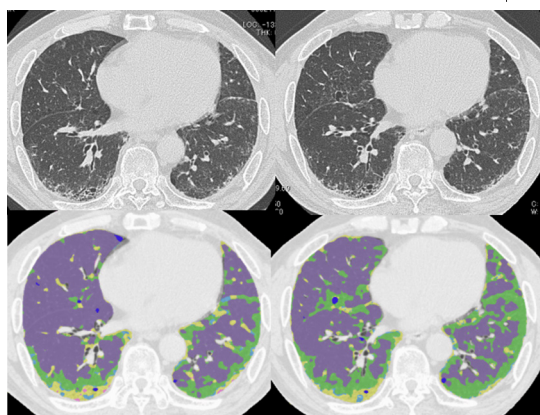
70 歳代男性、IPF pirfenidone 投与前 (a,b) 1 年間で内服後 (c,d) の CT 画像 (a,c) とその解析画像 (b,d) 藤色；正常肺、青；肺気腫、黄緑；すりガラス影、ピンク consolidation、黄色および水色；線維化 pirfenidone 投与前後の画像に大きな変化は認められない。(文献 25 より転載)
